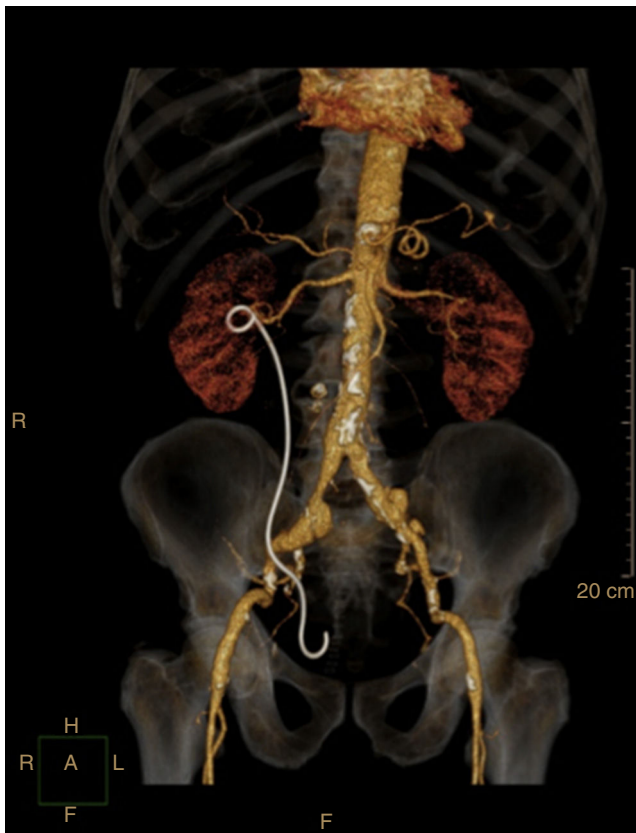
Reconstrução 3D angio-TC e seus ramos com *stent* uretérico temporário colocado no ureter direito. Este exame confirmou a ausência de coleções em torno do ureter.
